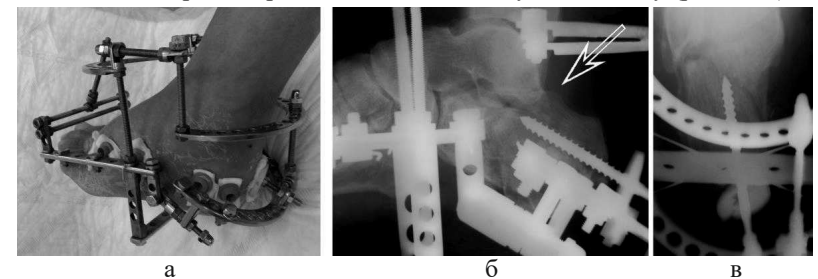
Зовнішній вигляд стопи в апараті (а), фотовідбиток рентгенограм в бічній (б) і аксіальній (в) проєкціях після операції
